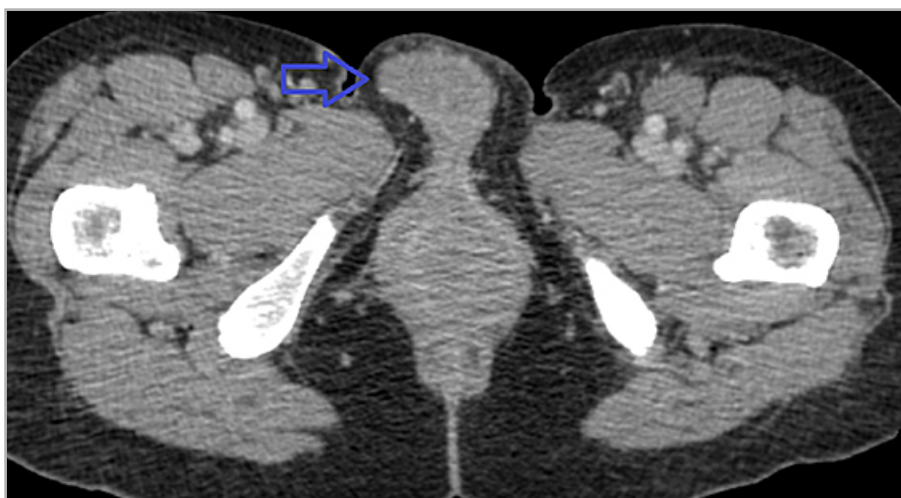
Мультиспиральная компьютерная томограмма органов малого таза, аксиальная проекция. Новообразование на уровне преддверия влагалища справа (синяя стрелка)
